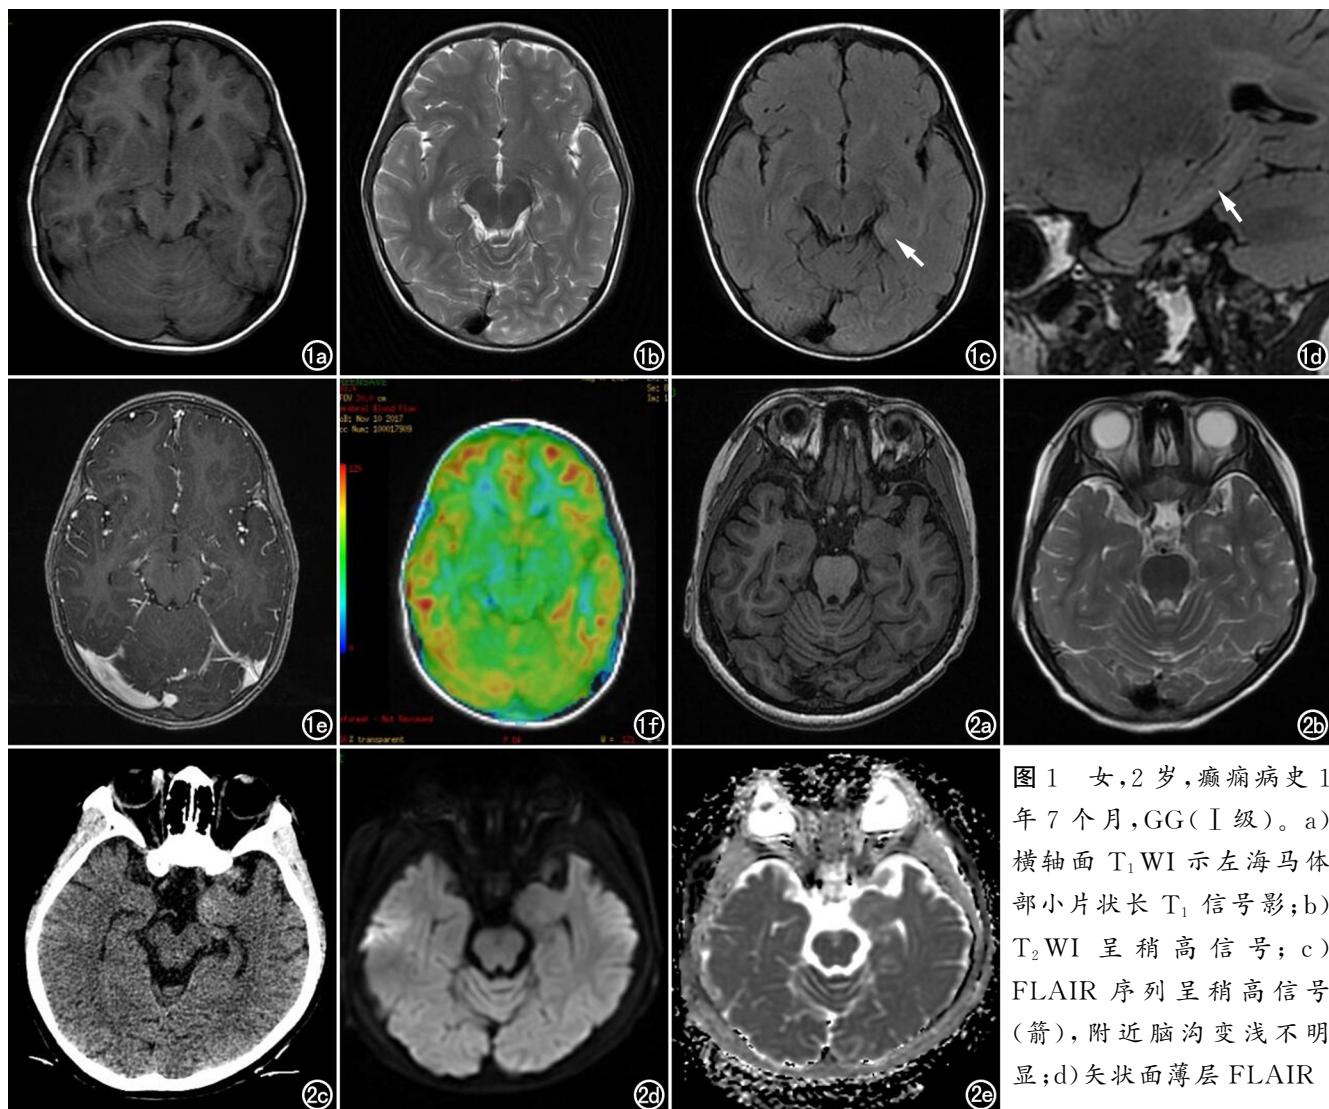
女, 2岁, 癫痫病史 1年 7个月, GG(Ⅰ级)。a) 横轴面 T₁WI 示左海马体部小片状长 T₁信号影; b) T₂WI 呈稍高信号; c) FLAIR 序列呈稍高信号(箭), 附近脑沟变浅不明显; d) 矢状面薄层 FLAIR
